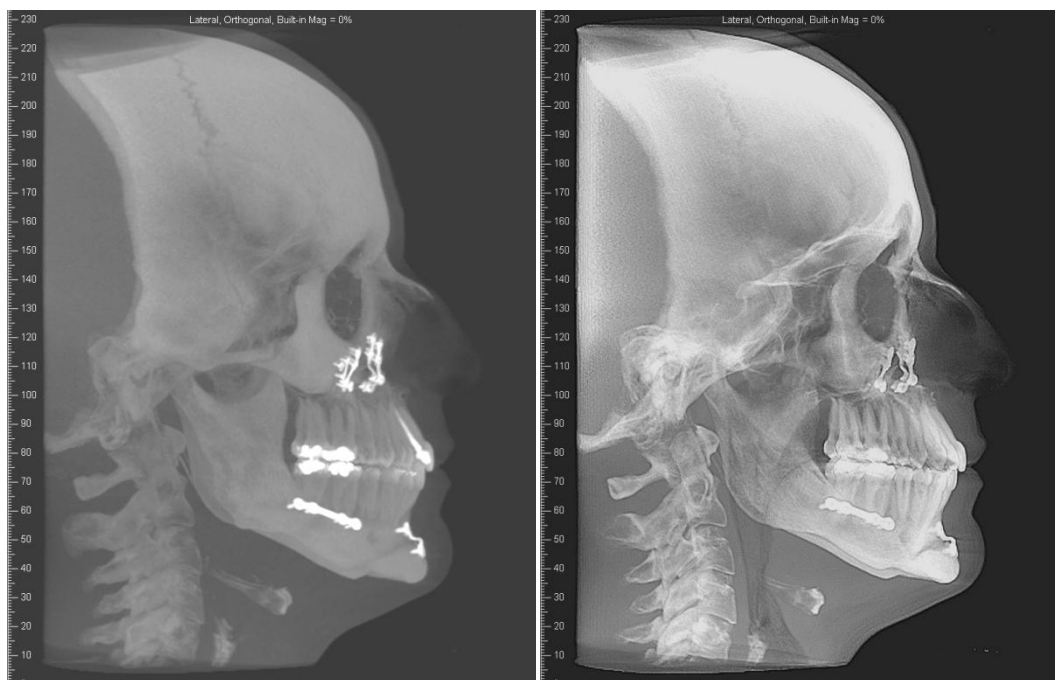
Visión lateral del escáner Cone Beam final del paciente y visión de la telerradiografía extraída mediante el programa de cefalometría para su análisis en el estudio.
